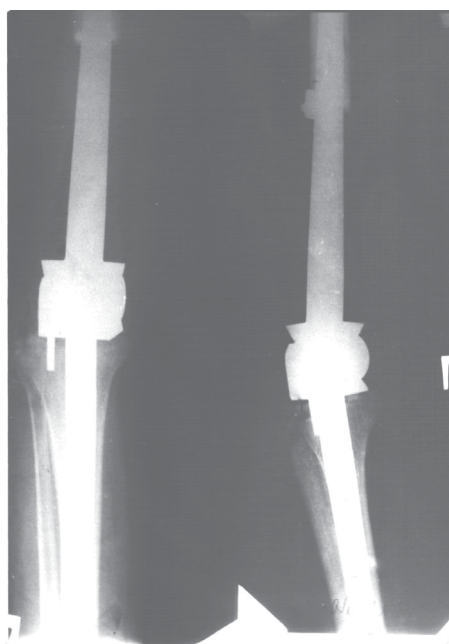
Aceiași bolnavă. Clișeu radiografic după endoprotezarea articulației genunchiului cu por-țiunea distală a femurului. Endoproteza Sivaș, modificarea noastră.
